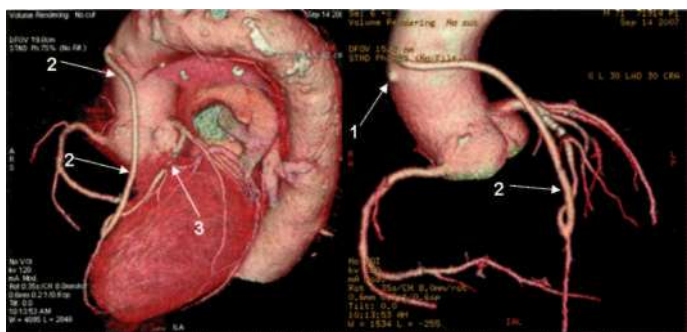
Пациент, 71 года, страдающий ИБС и перенесший аортокоронарное шунтирование (2 шунта) в 2000 году, поступил с жалобами на ухудшение самочувствия, появление приступов стенокардии после физической нагрузки. При выполнении МСКТ-коронарографии с построением 3-мерных реконструкций по передней стенке аорты определяется окклюзированный шунт (1). Визуализируется аортокоронарный шунт к передней нисходящей артерии без признаков гемодинамически значимых стенозов (2). Передняя нисходящая артерия в среднем сегменте окклюзирована (3).
